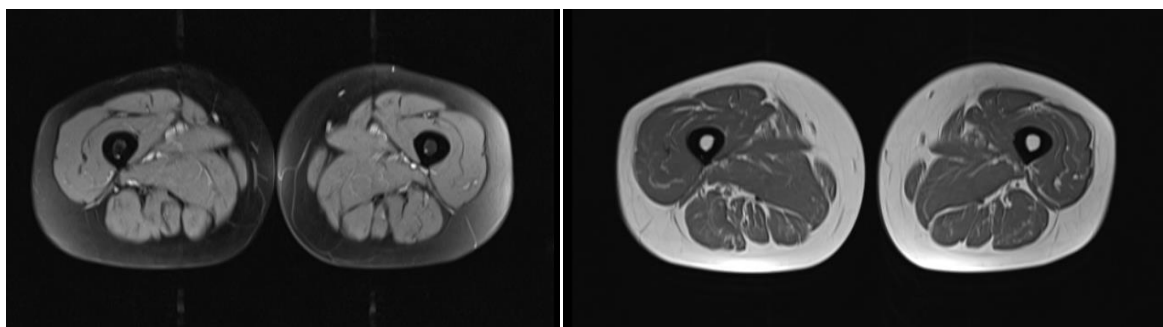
Prezența atrofiei musculare la RMN (secțiune transversală)
